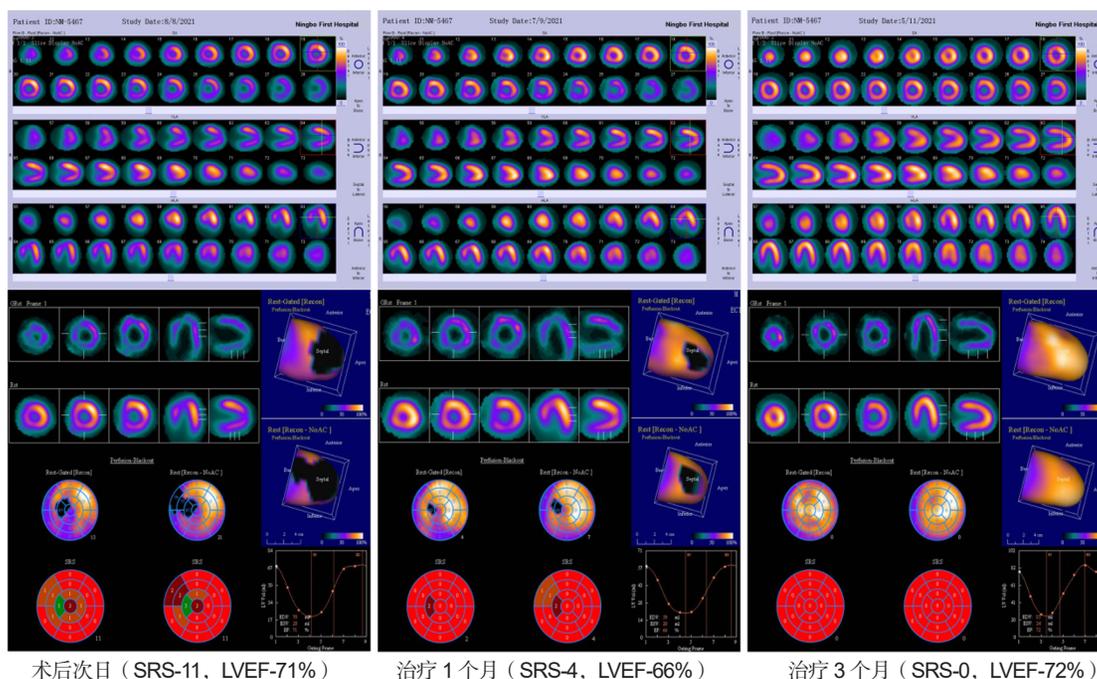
1 例 PCSF 患者治疗前后经 SPECT 测定的 SRS 和 LVEF 比较
